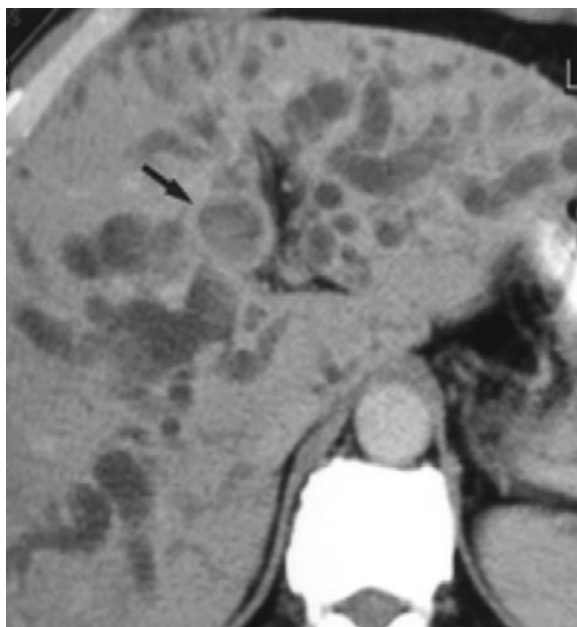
CT reconstruction. Cholestasis: bile duct stone, faint calcify.
